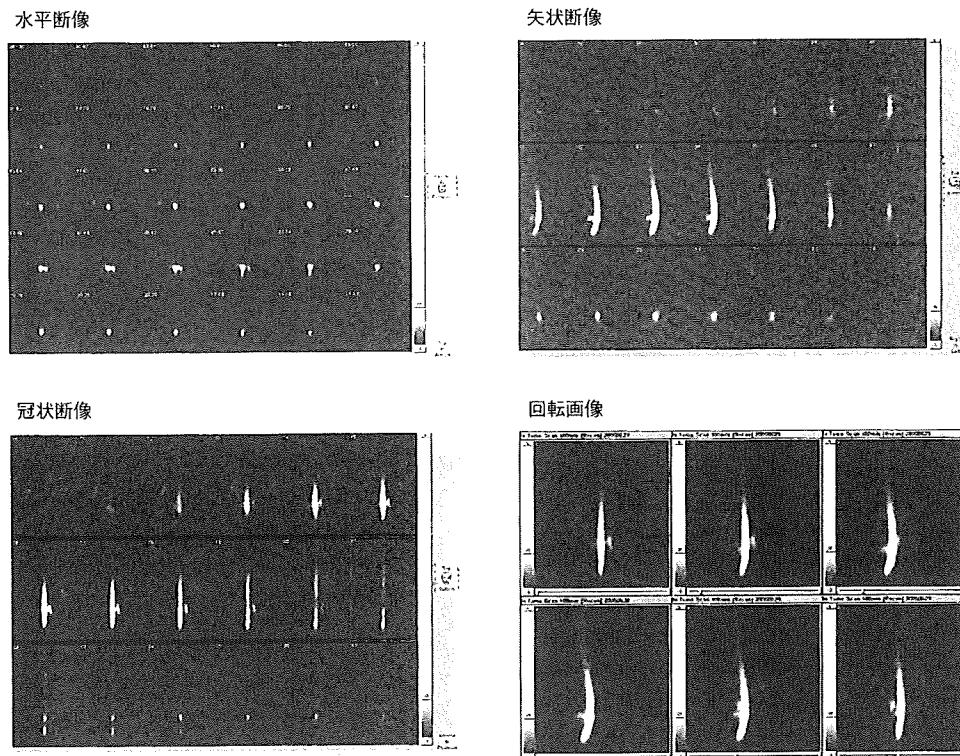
症例 3, 2.5 時間後 SPECT 画像
